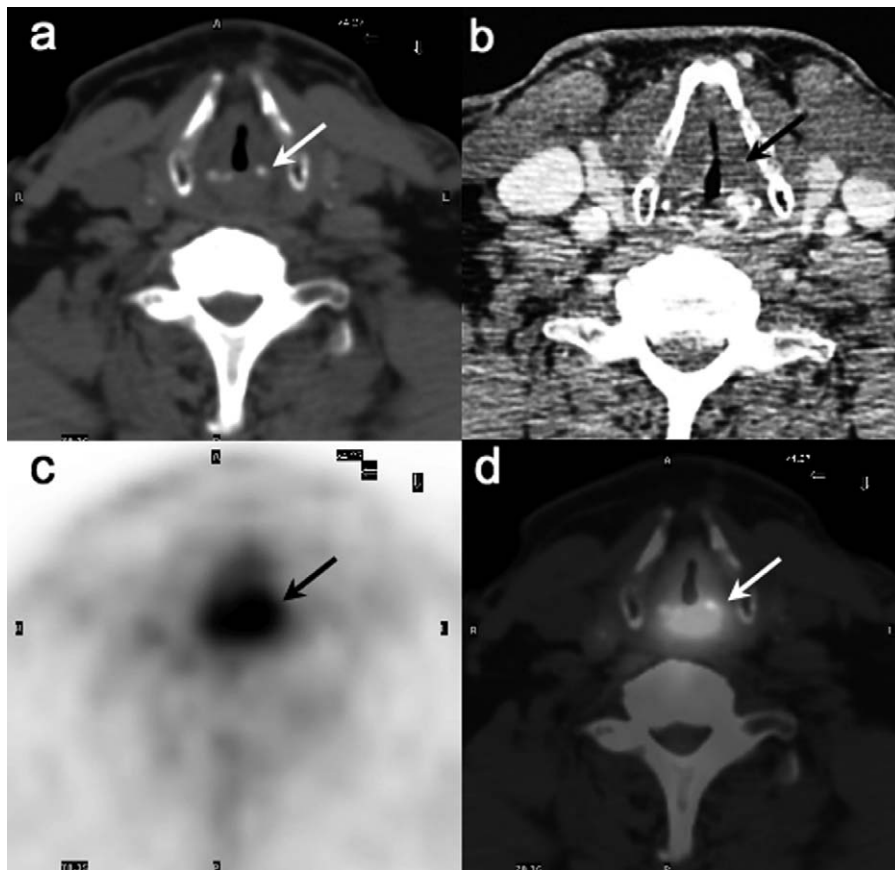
TDM et 18F-FDG TEP TDM chez un patient présentant une SPL. Infiltration massive de toutes les structures laryngées avec épaissement des cordes vocales et importante sténose laryngée ayant nécessité une trachéotomie. Coupes TDM axiales sans (a) et avec (b) injection. Fixation pathologique du 18F-FDG sur le larynx (c) et image TEP TDM correspondante (d).
